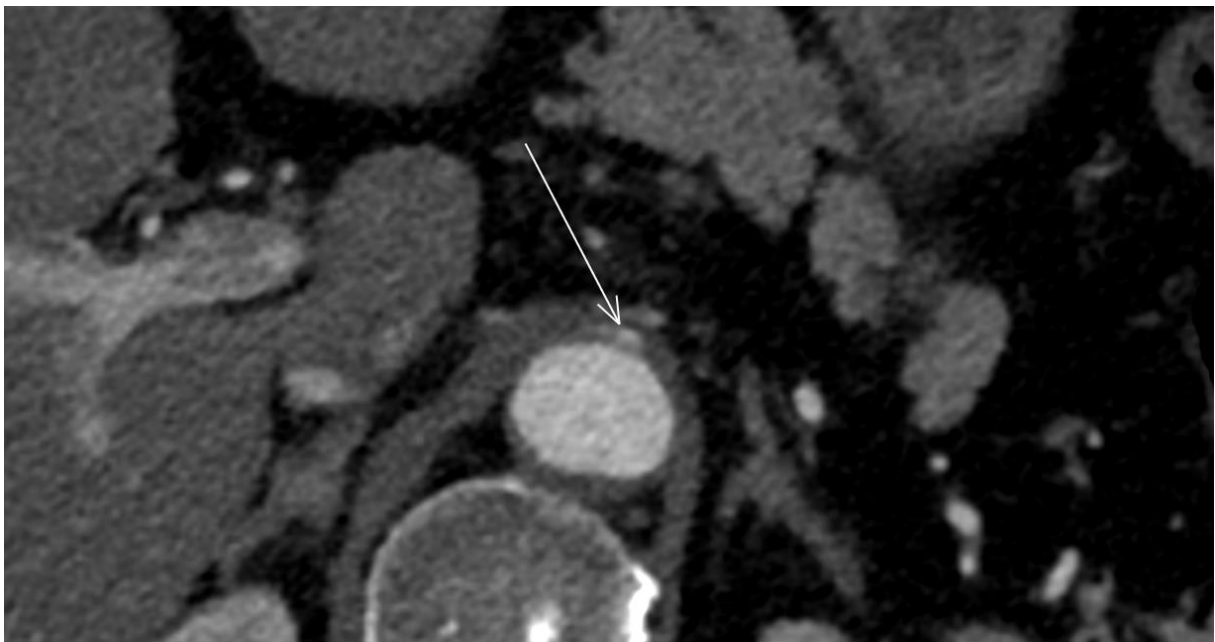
Angio-TDM pré opératoire du patient objectivant la compression du TC par le ligament arqué médian
